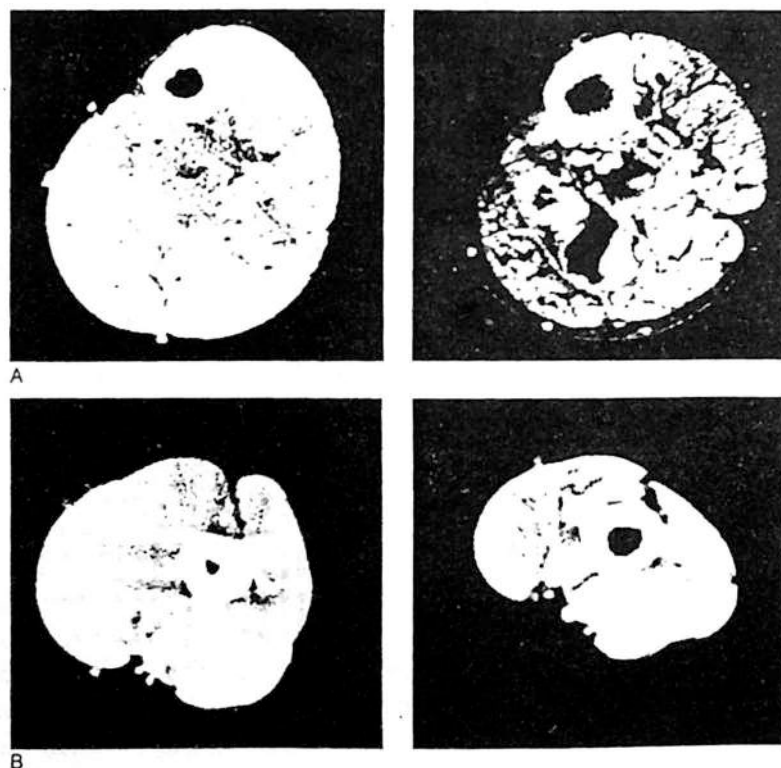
A) Tomografia assiale computerizzata (TAC) della sezione della gamba destra al livello del massimo perimetro di un maschio anziano (83 anni), a destra e di un maschio giovane (27 anni), a sinistra. (B) stessa cosa per il braccio.
